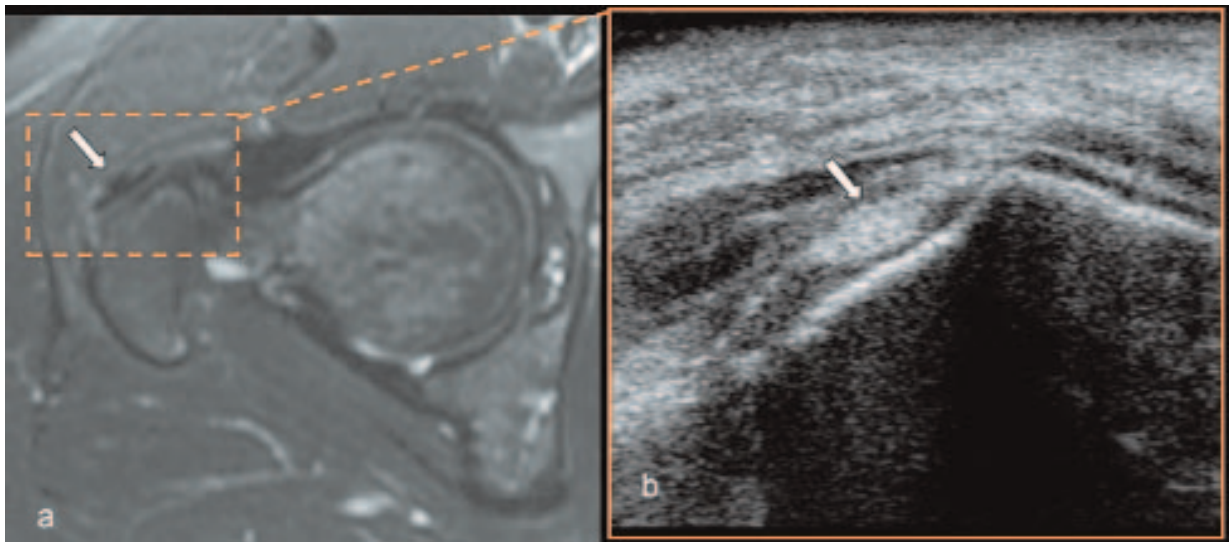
Tendon petit glutéal sur une coupe axiale en IRM (a) et en échographie (b). Le tendon est plat et en avant de la facette antérieure.
